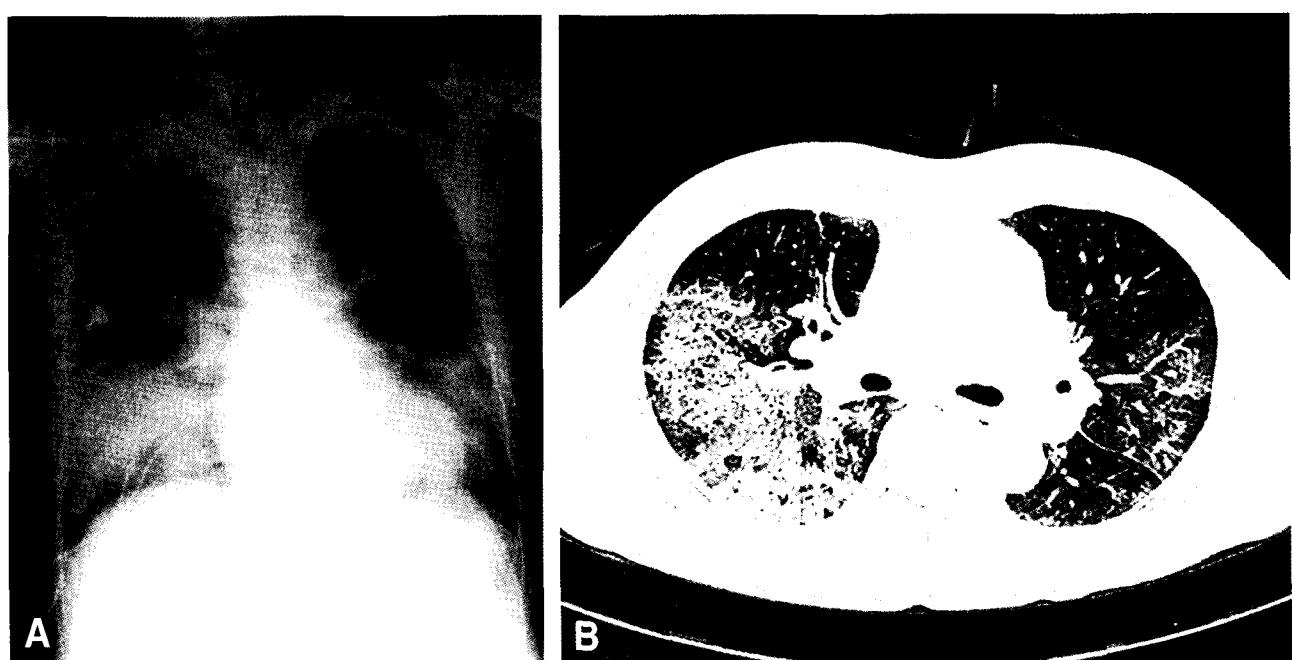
(A) Chest AP 4 days after admission, Chest AP shows that the change of infiltration in the right middle lobe develop even right lower lobe and left lower lobe as it aggravates. (B) Chest Dynamic High Resolution Computed Tomography, Chest computed tomography shows that multi-focal extensive consolidation with ground-glass opacities is located in a superior segment of right lower lobe, postero-basal segment of left lower lobe and is consistent with aspiration pneumonia.
